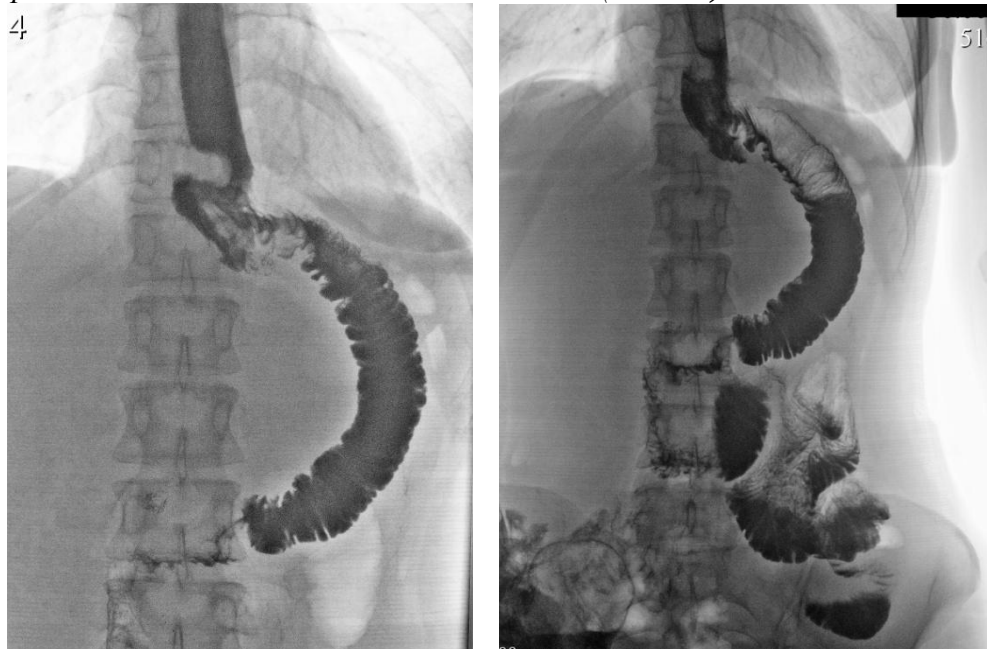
Рентгенологическое исследование больной И. 36 лет на 7 ПОД: отмечено равномерное заполнение тонкокишечной вставки с порционной эвакуацией контраста в начальные отделы ЖКТ.
